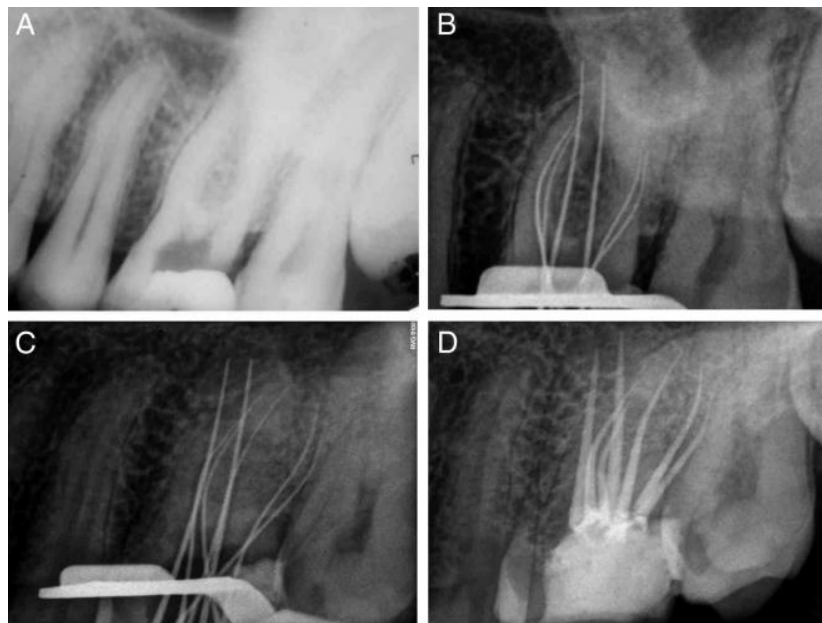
A, radiografía inicial. B-C, longitud de trabajo. D, Obturaron final <sup>18</sup>.
